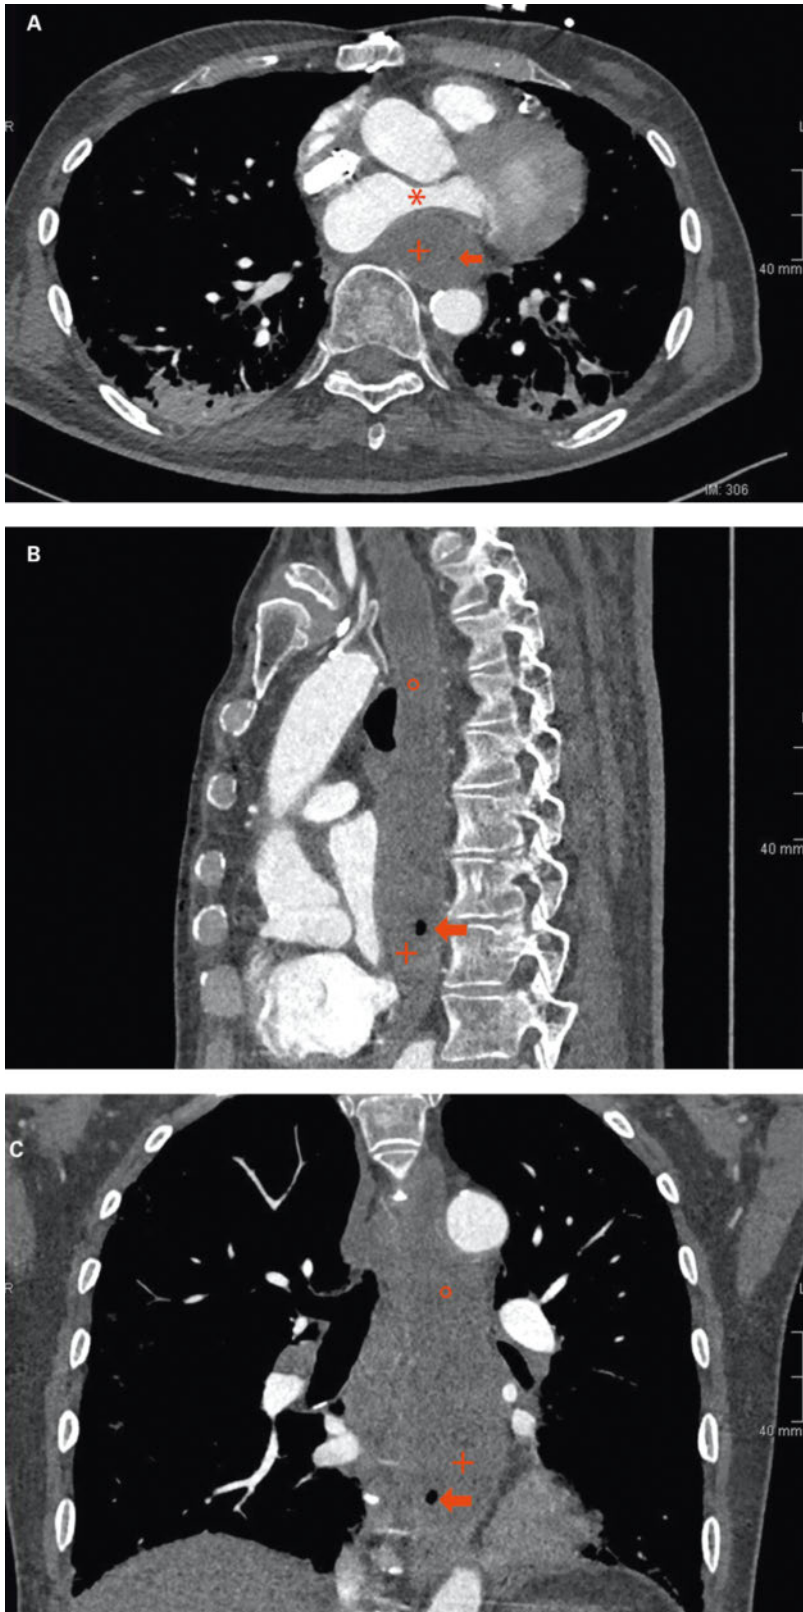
Computertomographie des Thorax mit intravenösem Kontrastmittel am Tag 63 zeigt in den 3 abgebildeten Ebenen (A: transversal; B: sagittal; C: koronar) den langstreckig dilatierten und flüssigkeitsgefüllten Ösophagus (*) mit einer ca. 4 cm messenden zentral gelegenen lufthaltigen (←) intraluminalen Struktur (+). Sie komprimiert den linken Vorhof (*), den linken Hauptbronchus (nicht abgebildet) und entspricht dem Sondennahrungsbezoar.
